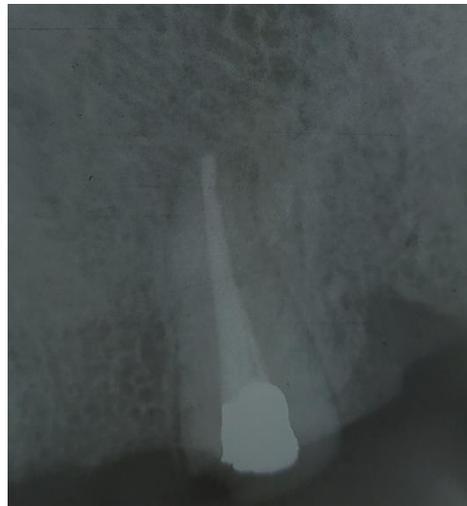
Radiografía periapical final diente 23
